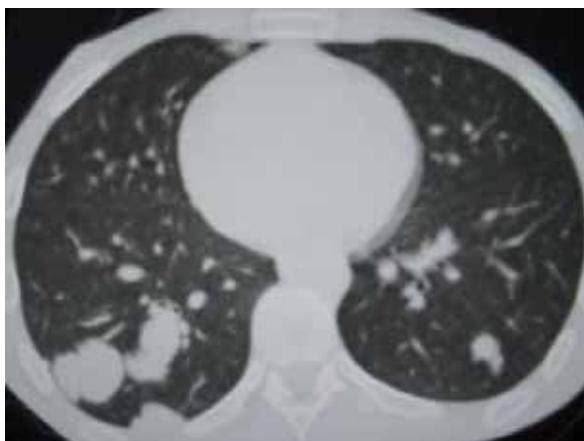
Metástasis pulmonares del osteosarcoma presentado en las figuras 3 y 4. Imagen de tomografía axial computarizada con ventana pulmonar.
